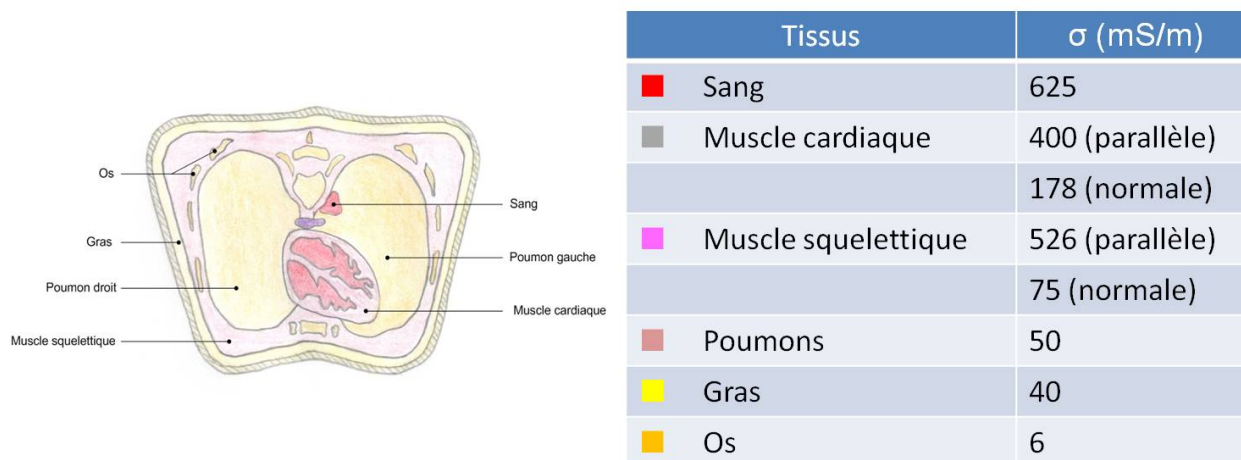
Conductivité moyenne des tissus du thorax aux fréquences couramment utilisées en tomographie d'impédance électrique (Malmivuo et Plonsey, 1995).
